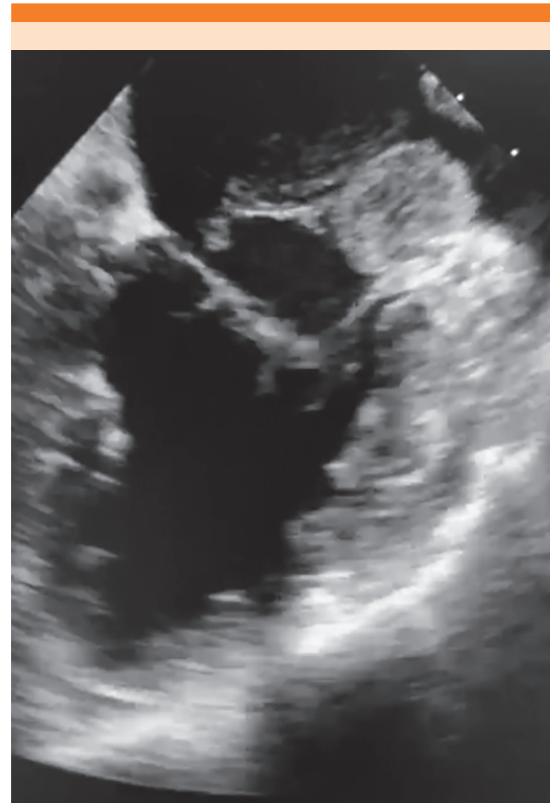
Ecocardiograma transesofágico con tumoración en la aurícula izquierda rugosa y lobulada con ecotextura heterogénea en su interior.
